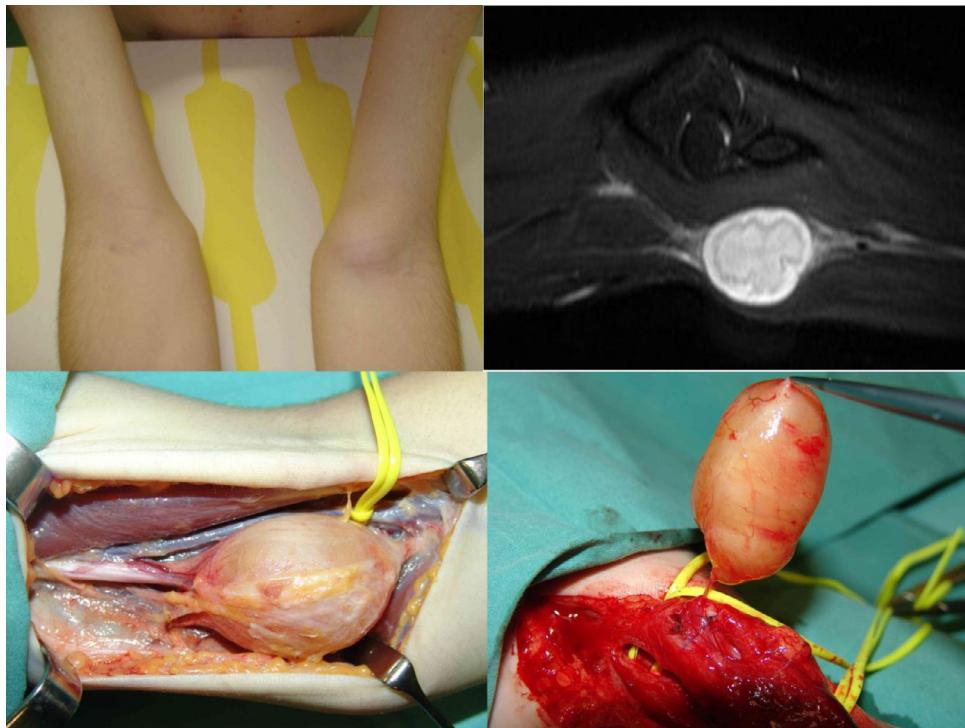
Fotografia das características clínicas, ressonância magnética e dissecção tumoral intraoperatória de um schwannoma na região proximal do antebraço.
